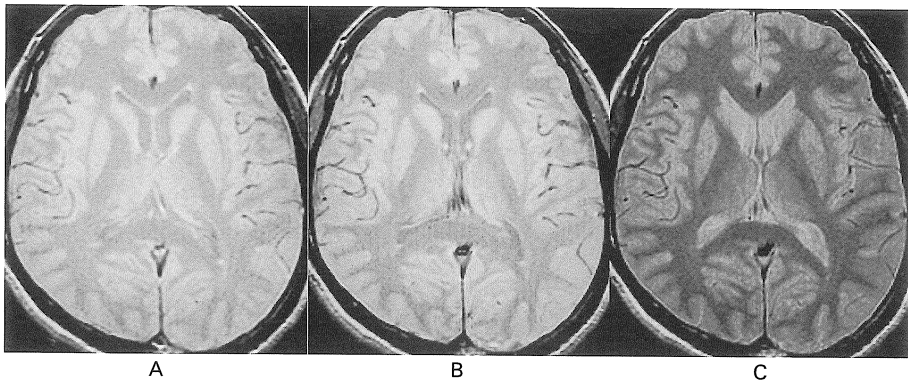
Off-resonance RF effects of the multislice FSE sequence
